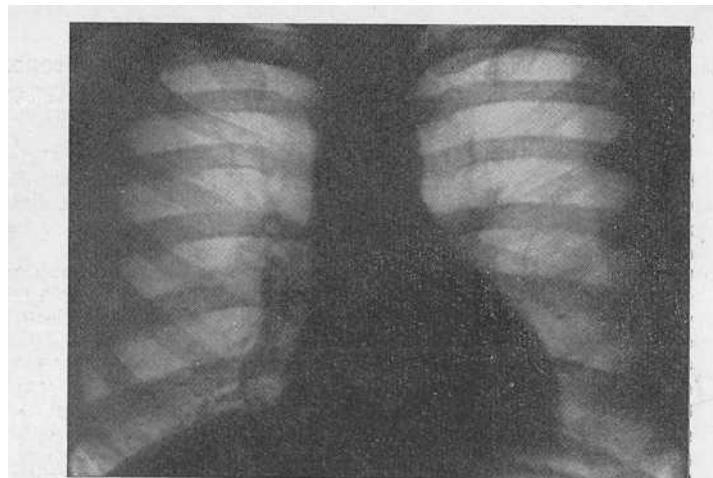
Рентгенограмма больной П. В нижнем отделе правого легкого определяется интерстициальная сетка в виде мелких ячеек.
